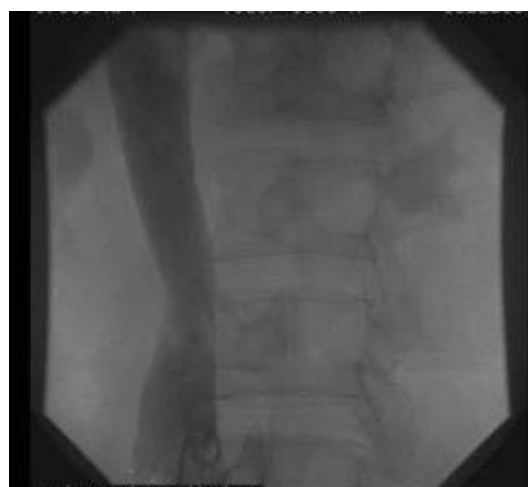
Рентгенконтрастна кавографія: збереження прохідності нижньої порожнистої вени через 3 роки після плікації
